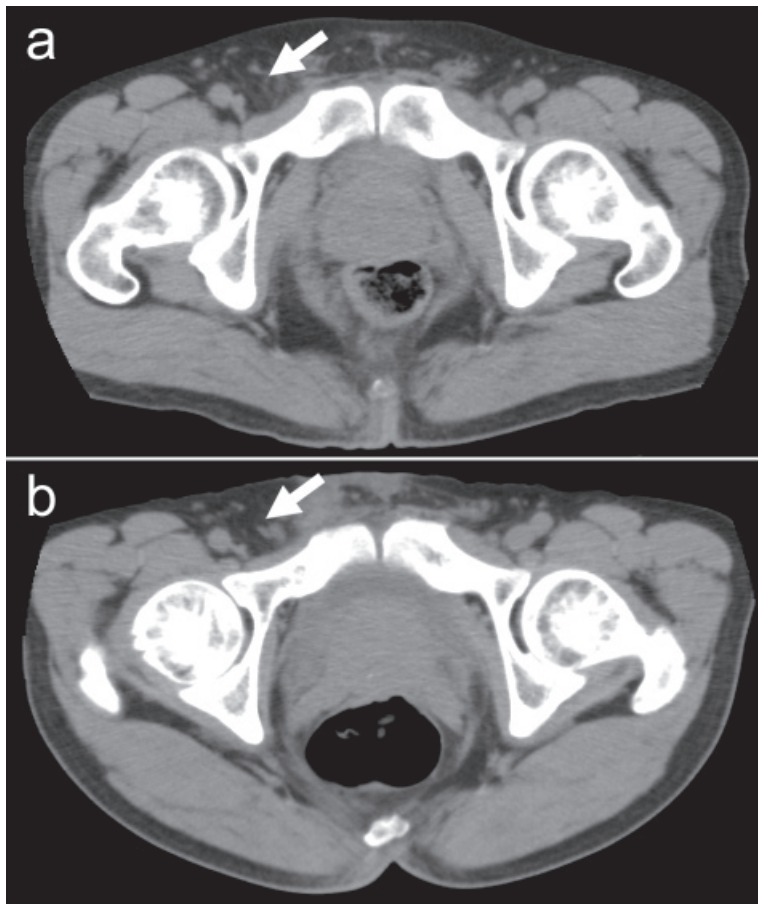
腹部単純 CT 検査 (再検討)
